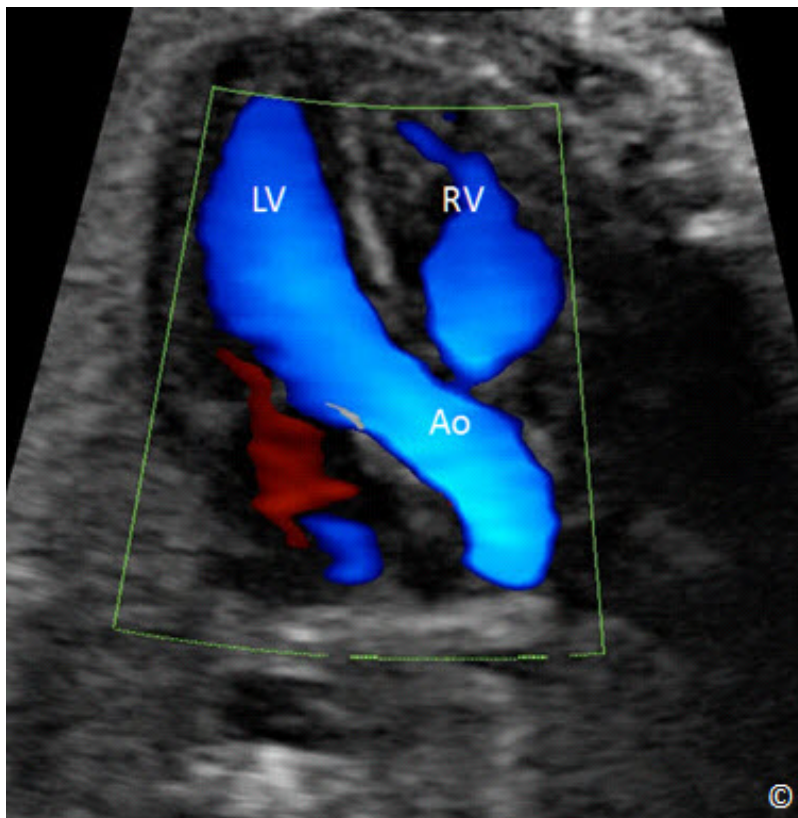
Modo de Color Doppler del flujo de salida del ventrículo izquierdo en el corazón fetal. El flujo sanguíneo en el corazón fetal tiene una alta velocidad y por lo tanto se detecta en la escala de alta velocidad. LV = ventrículo izquierdo, RV = ventrículo derecho, Ao = aorta.
